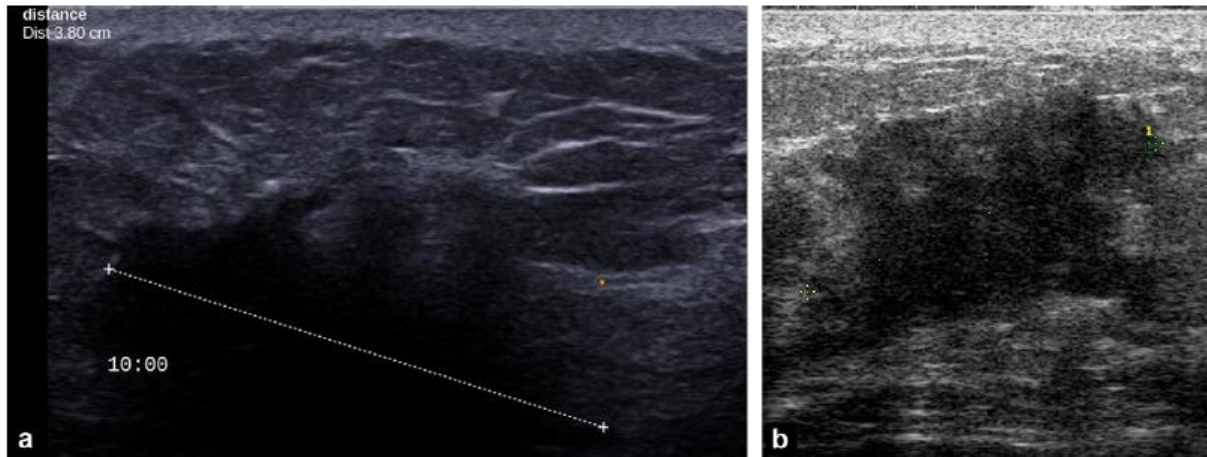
aspect échographique du sein inflammatoire : a : épaissement cutané marqué avec hyperéchogénéité globale du sein et volumineuse masse spiculée profonde ; b : plage atténuante mal limitée associée à un épaissement cutané.
